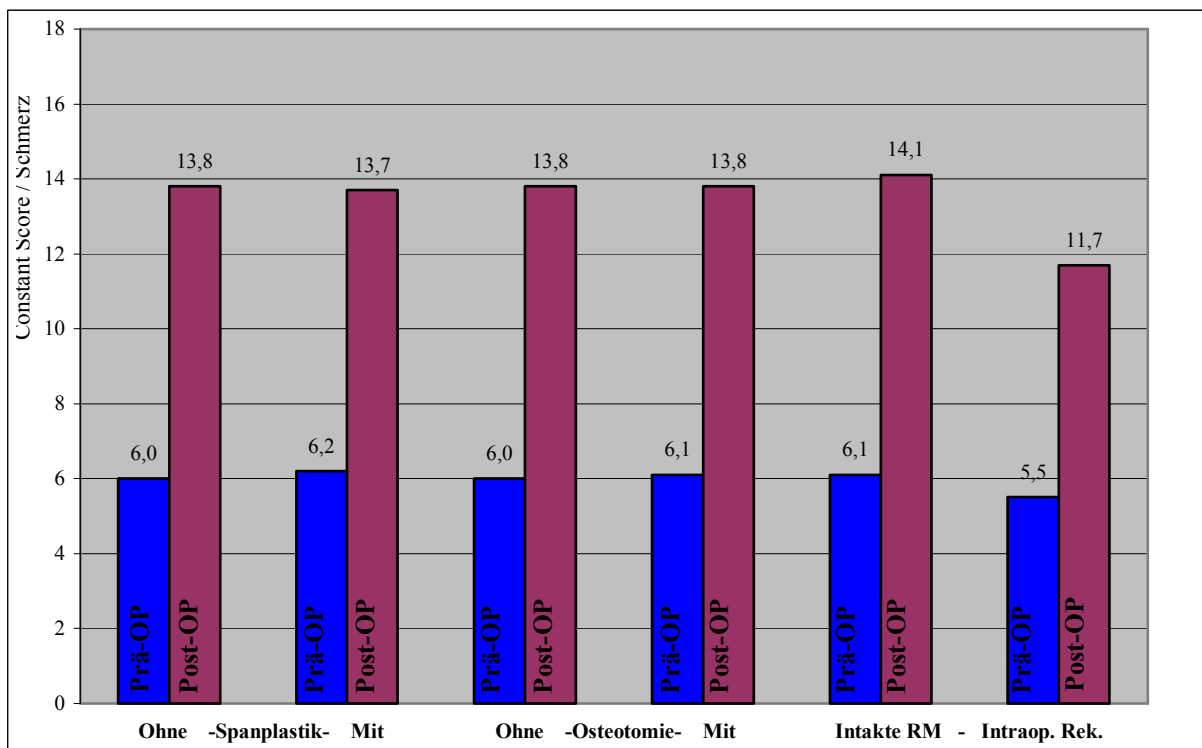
Ergebnisse im Kriterium Schmerz in Abhängigkeit von Zusatzeingriffen. Links: Patienten ohne und mit (n=11) Spanplastik. Mitte: Patienten ohne und mit (n=14) Glenoidosteotomie. Rechts: Patienten mit intakter Rotatorenmanschette (RM) und mit intraoperativer Rekonstruktion (n=7).
